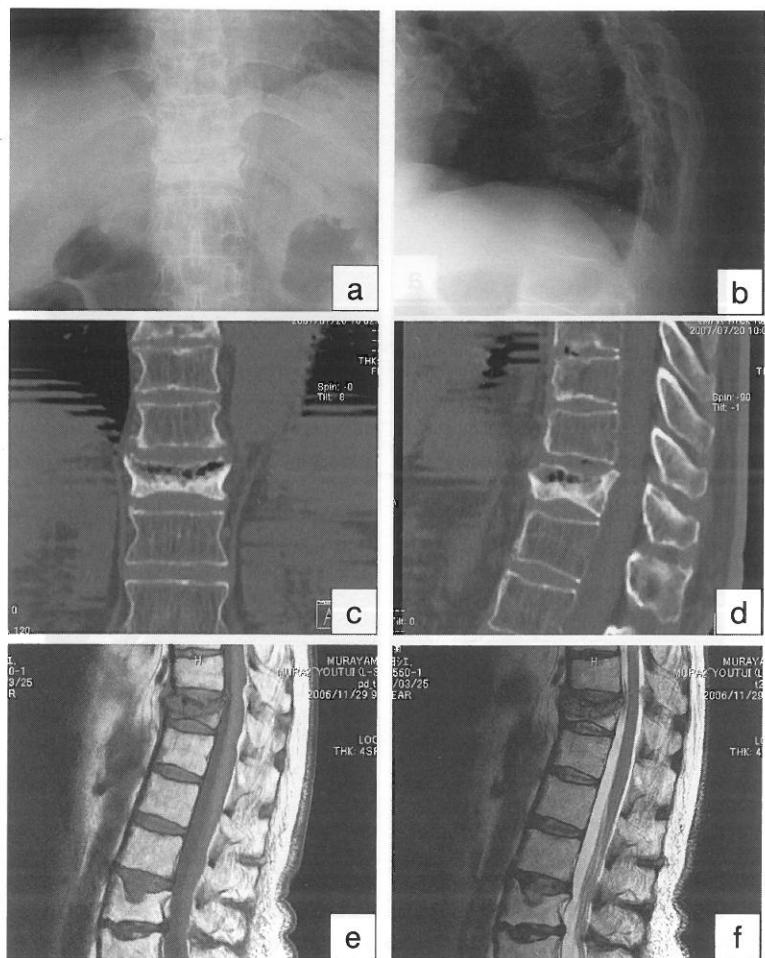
偽関節例の単純X線正面像(a), 側面像(b), 単純CT冠状断像(c), 矢状断像(d), T1強調矢状断像(e), T2強調矢状断像(f)
